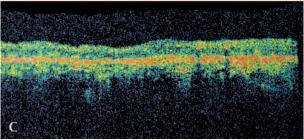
A: Tomografía de coherencia óptica (OCT) sobre el área de la lesión, desprendimiento seroso con espacios quísticos. B: OCT central, depresión foveal normal sin desprendimiento seroso. C: OCT después del tratamiento. Ausencia de fluido subretinano en la zona nasal a la papila, donde anteriormente había desprendimiento seroso.
